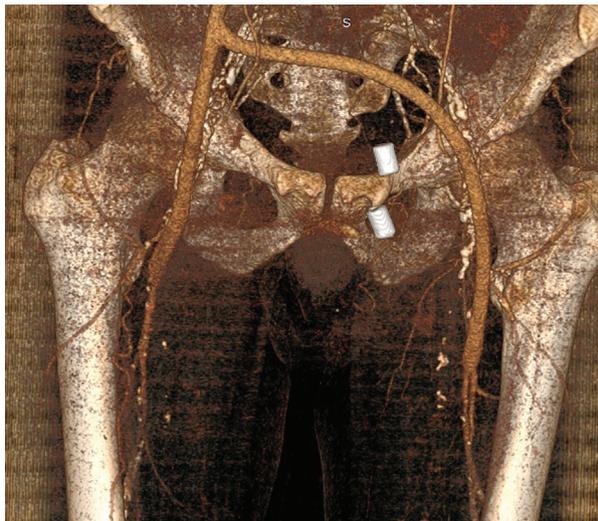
Мультиспиральная компьютерная томография аорты с контрастированием в раннем послеоперационном периоде
